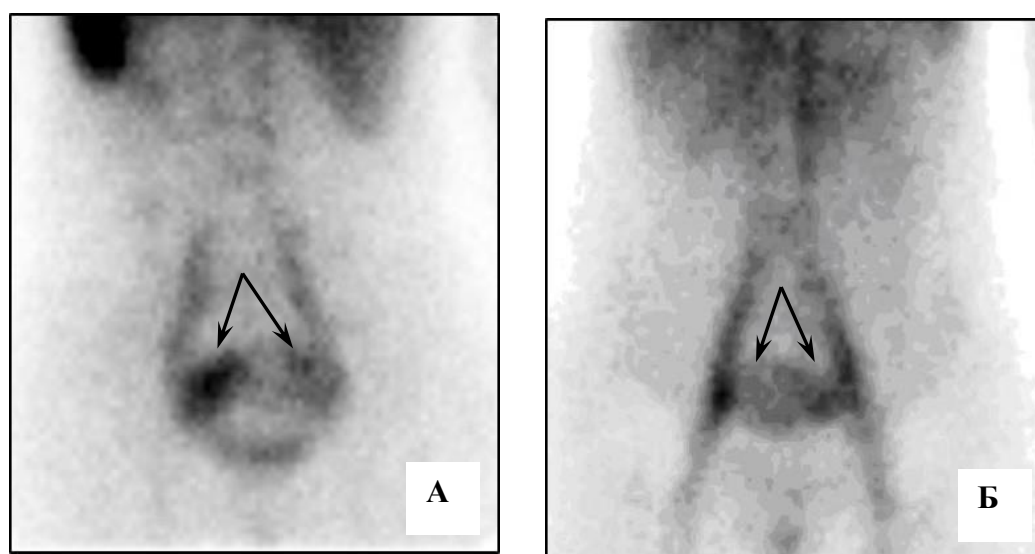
Сцинтиграммы пациентки О. с ВБТ до (А) и на фоне компрессионного лечения (чулки 2 класса). Отсутствуют изменения интенсивности накопления РФП в венах матки параметрия (указано стрелками). Ктвп исходно - 1,3, через 2 недели – Ктвп 1,32.
